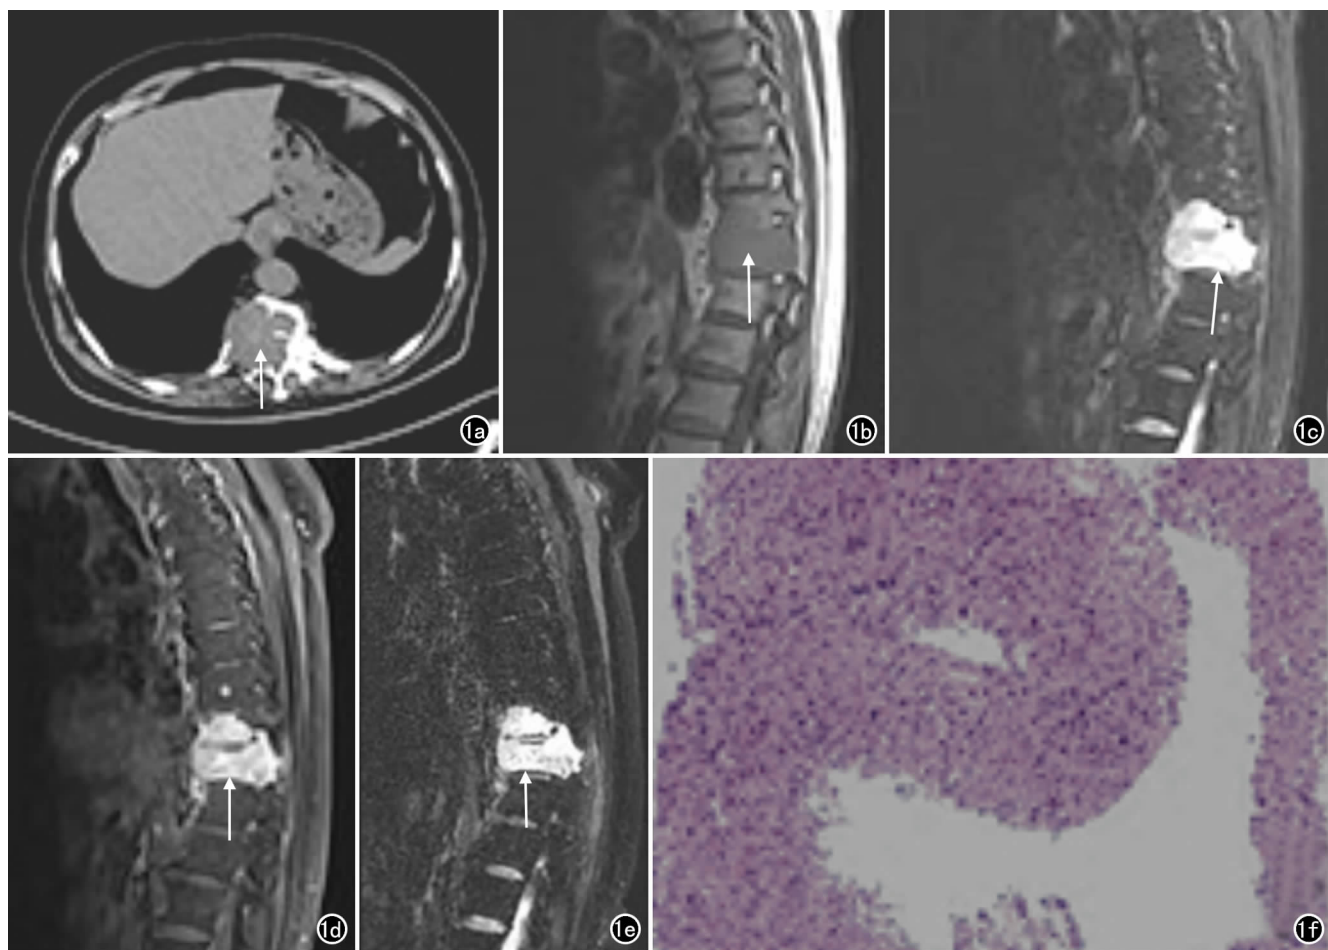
胸椎孤立性浆细胞瘤患者。a) CT横轴面示不规则软组织团块,累及椎管(箭);b)矢状面 T_1 WI 图像,胸₁₀₋₁₁椎体可见团块状稍高信号(箭);c)矢状面 T_2 抑脂序列图像示病灶呈明显高信号(箭);d) T_1 WI 增强扫描示病灶呈明显均匀强化(箭);e) DWI 图像示病变呈明显扩散受限(箭);f) 镜下可见丰富恶性浆细胞($\times 10$, HE)。
